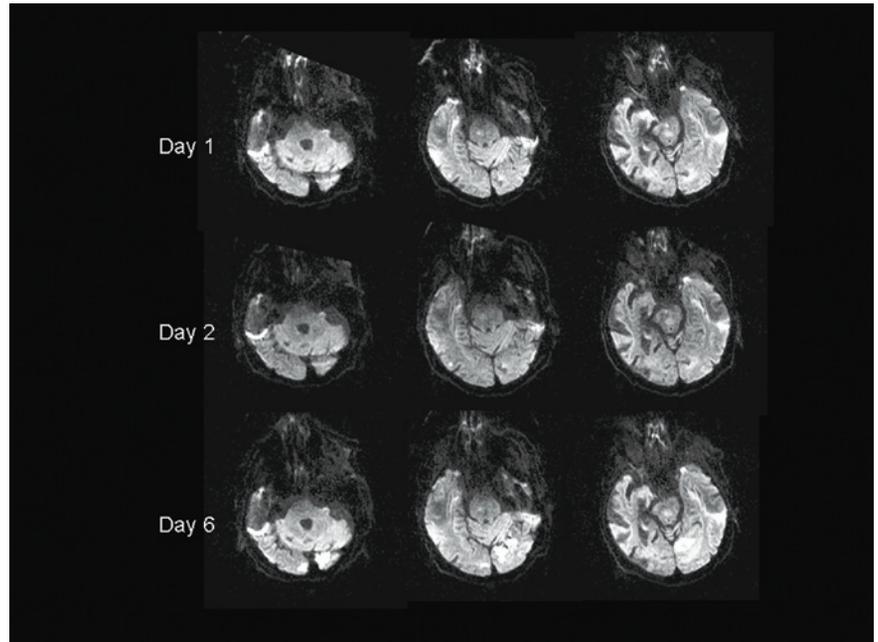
Eine diffusionsgewichtete MRT (DWI) mit Diffusionsstörungen an Tag 1 und Tag 2 (als Korrelat einer transienten neurologischen Ausfallsymptomatik) sowie neue Diffusionsstörungen (als Korrelat neuer Ischämien) an Tag 6, die klinisch unbemerkt blieben.
